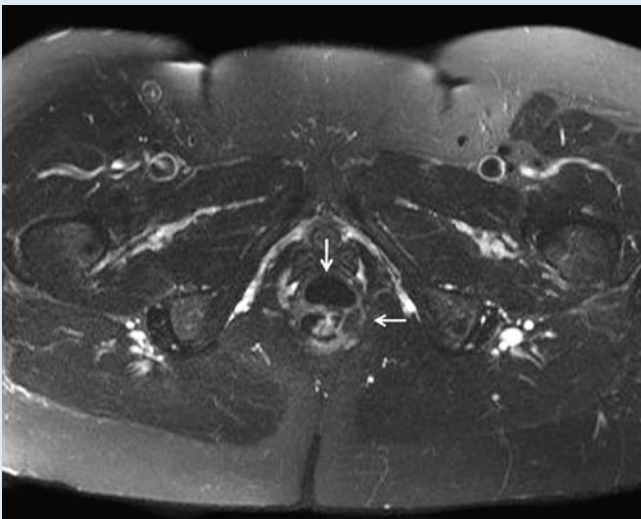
▲ Becken-MRT, T2-Wichtung. Abszessartige Formation mit teils flüssigen, teils festen Anteilen
